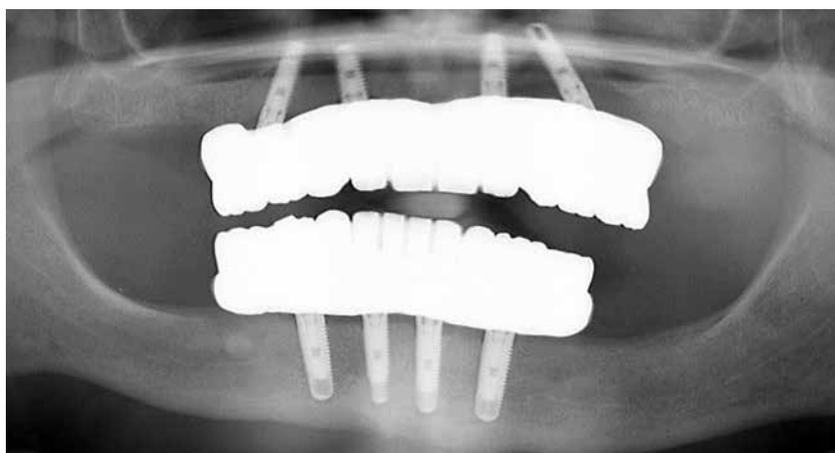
Radiografía panorámica de restauración final.
